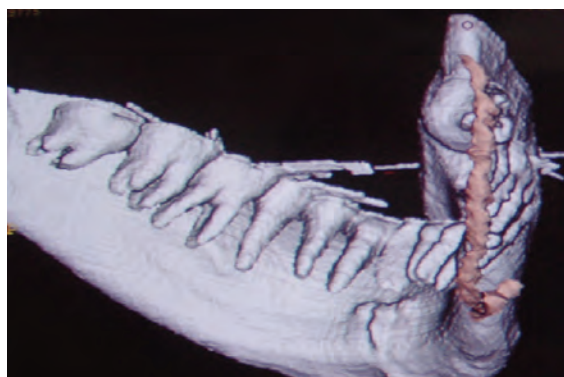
Tomografía en 3D, vista inferior.
